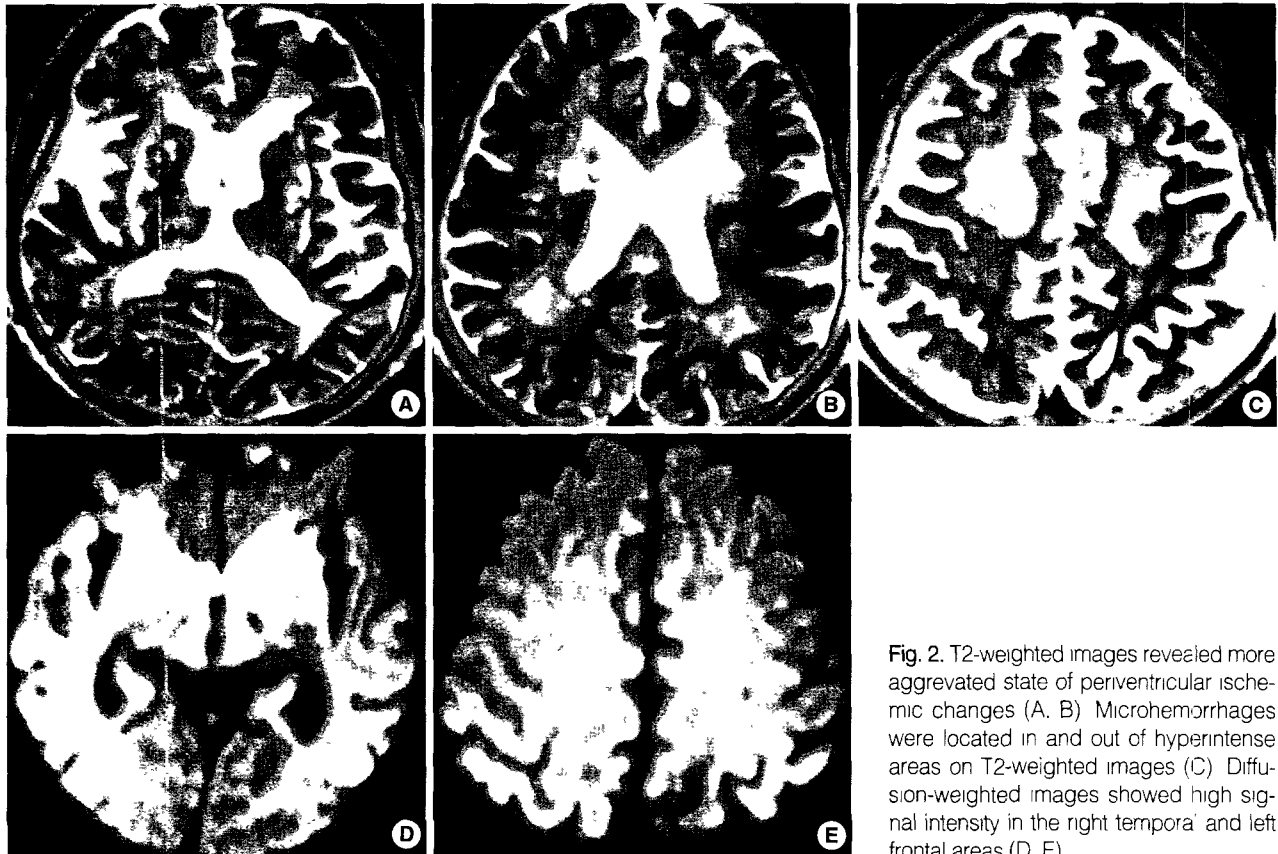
T2-weighted images revealed more aggravated state of periventricular ischemic changes (A, B). Microhemorrhages were located in and out of hyperintense areas on T2-weighted images (C). Diffusion-weighted images showed high signal intensity in the right temporal and left frontal areas (D, E).
